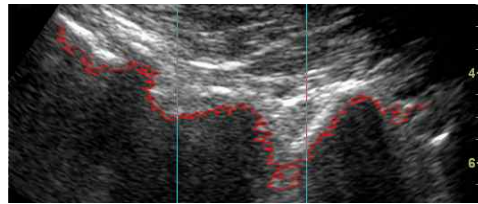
그림 2와 같이 초음파 요부 영상의 좌·우 경계선이 만나는 하나의 꼭짓점 (a)를 구한 후, 꼭짓점 (a)와 피하지방층 하단 경계 지점 (c)점까지의 길이를 이용하여 초음파 영상의 좌측 끝과 우측 끝을 연결하는 호를 설정한다. 제안된 방법에 의해 추출된 피하지방층을 4 방향 윤곽선 추적 알고리즘을 적용하여 객체의 좌측 끝과 우측 끝을 연결하는 하단 경계선을 추출한다.
